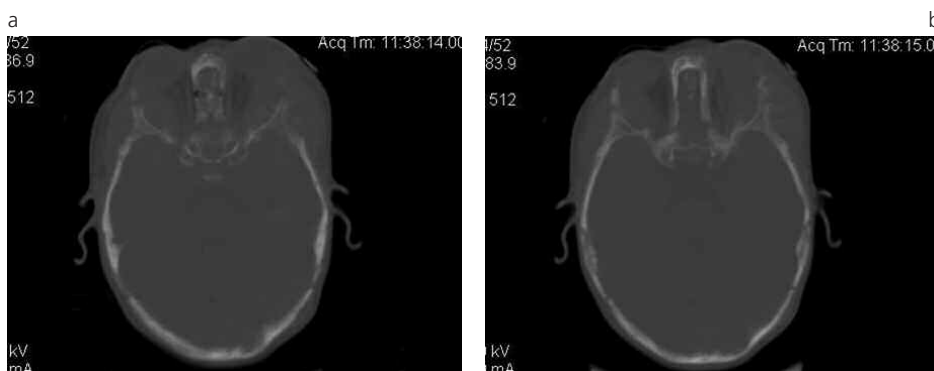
(a) (b) TC cortes axiales de un paciente de 9 meses de edad con metástasis óseas, a nivel de la escama del temporal, secundarias a neuroblastoma. Se observan lesiones osteolíticas a nivel de la calota y las órbitas.
